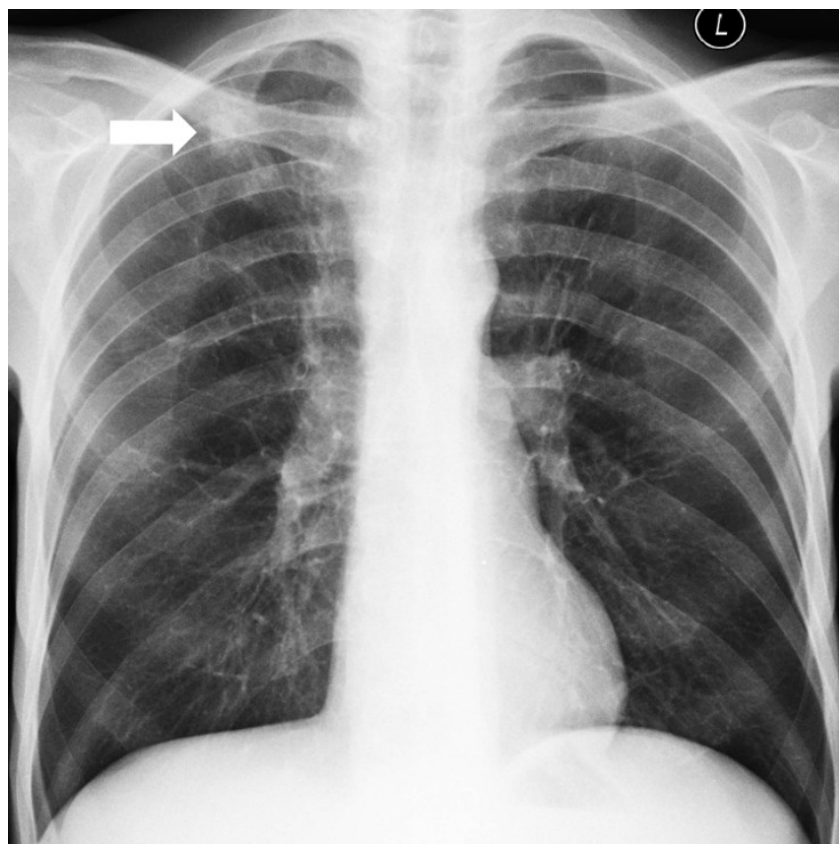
Posteroanterior chest radiograph showing parenchymal consolidations with areas of lucency in the apex of the right lung, suggestive of changes typical of active pulmonary tuberculosis
